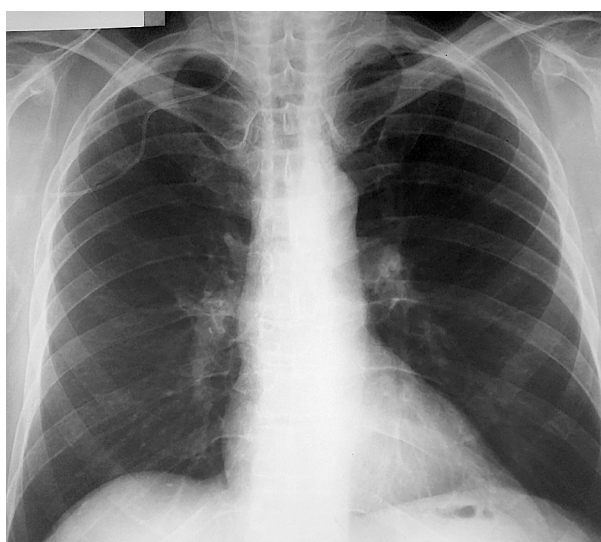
Рентгенограмма пациента после постановки ЦВК — катетер расположен во внутренней яремной вене
